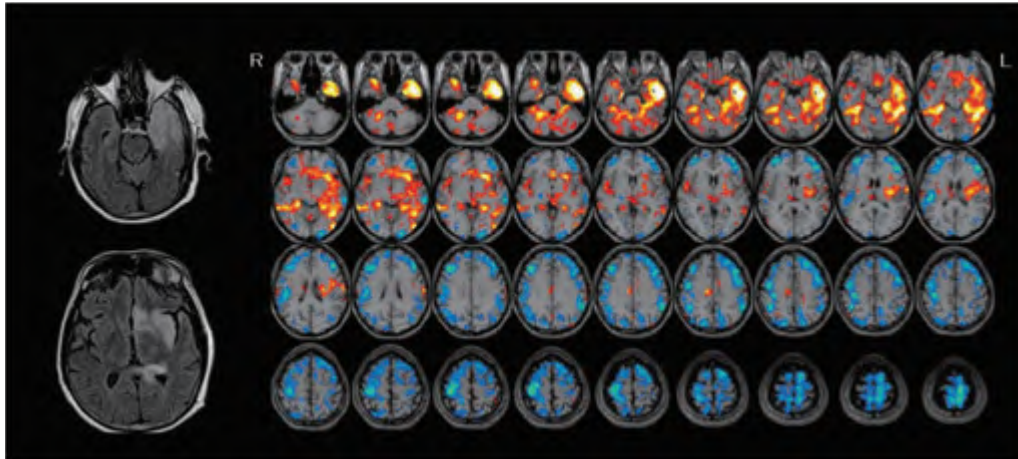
ヘルペス脳炎(64/M)の頭部MRI(T2/FLAIR)と脳血流SPECT(e-ZIS)
